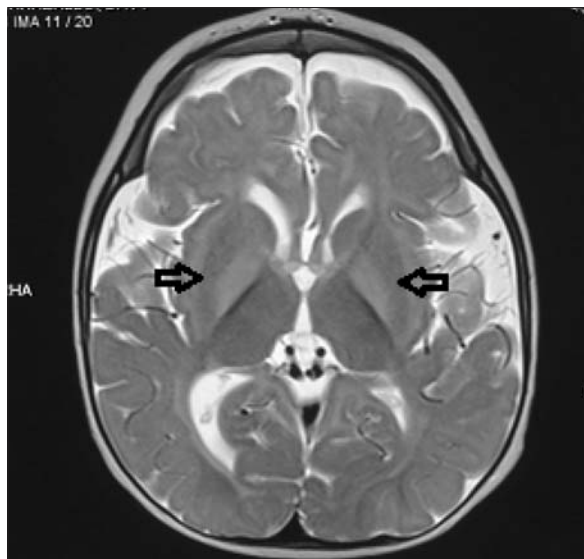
RM, T2, axial. Hiperintensidad en globos pálidos.
